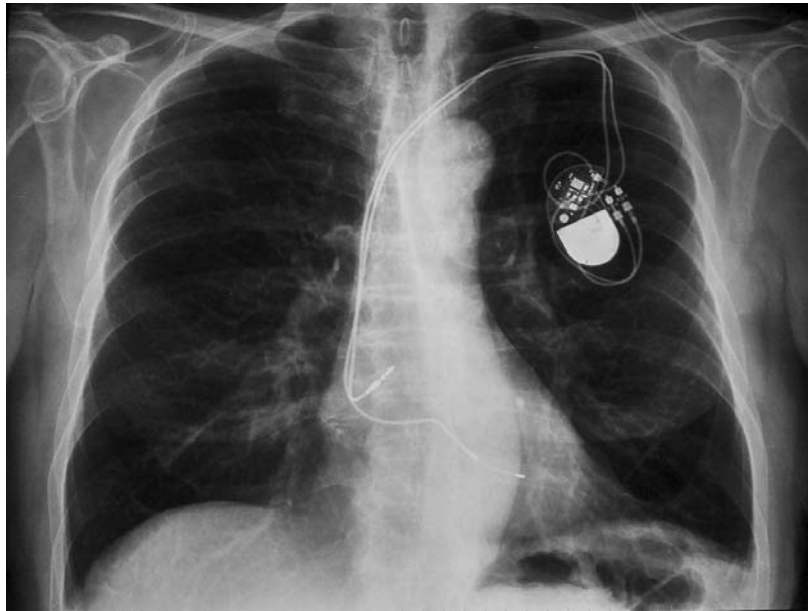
Muestra la radiografía de un paciente con disfunción sinusal y un marcapaso implantado doble cámara.
